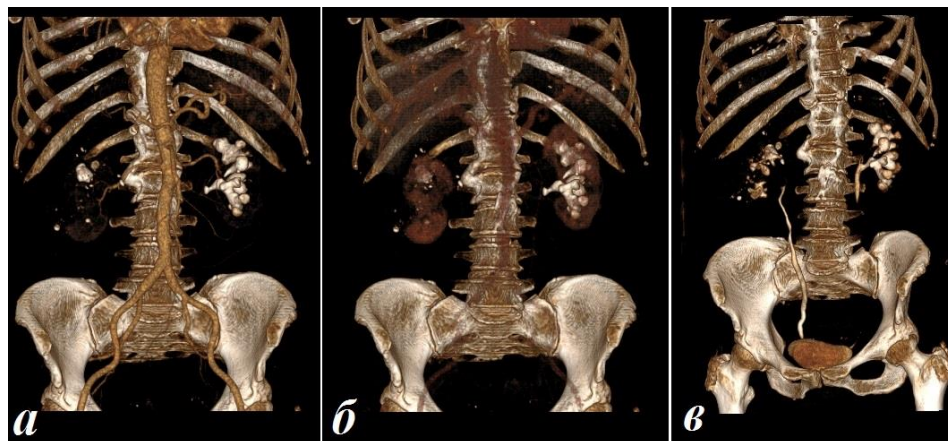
Пациентка П. 3d-реконструкция при послеоперационной компьютерной томографии: а- артериальная, б- венозная и экскреторная (в) фазы (описание в тексте)
